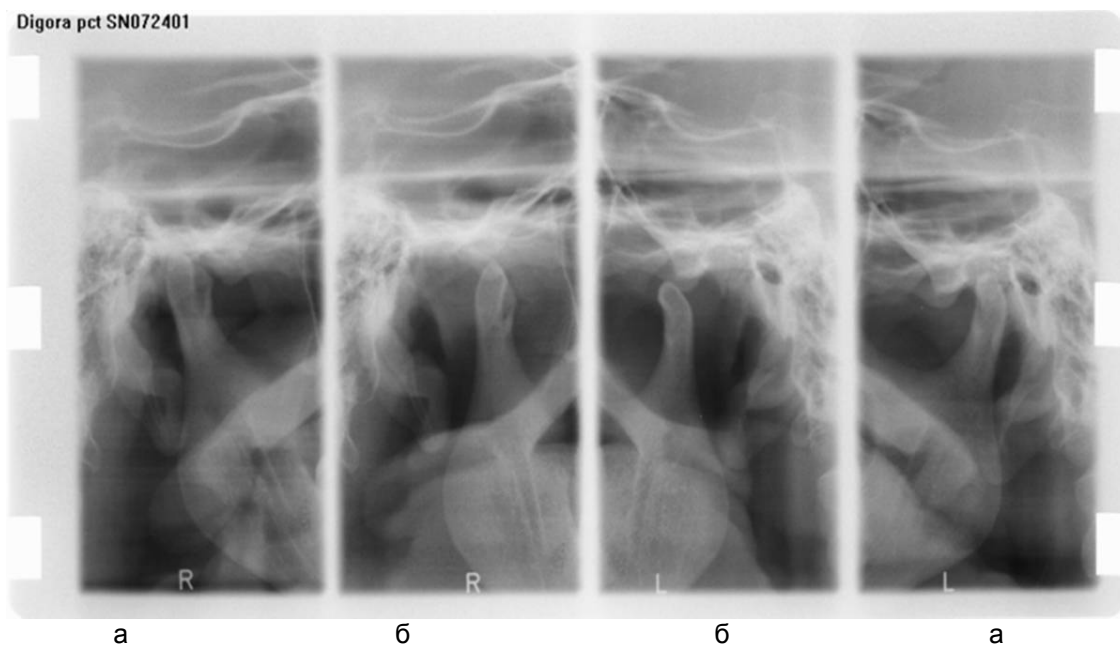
Рентгенограммы обеих ВНЧС той же больной. При закрытом рте (а) отмечается резкое сужение суставной щели в правом суставе (явления компрессии) и увеличение ее ширины в левом. При открытом рте (б) левая суставная головка значительно выходит вперед за пределы вершины суставного бугорка (дислокация)
